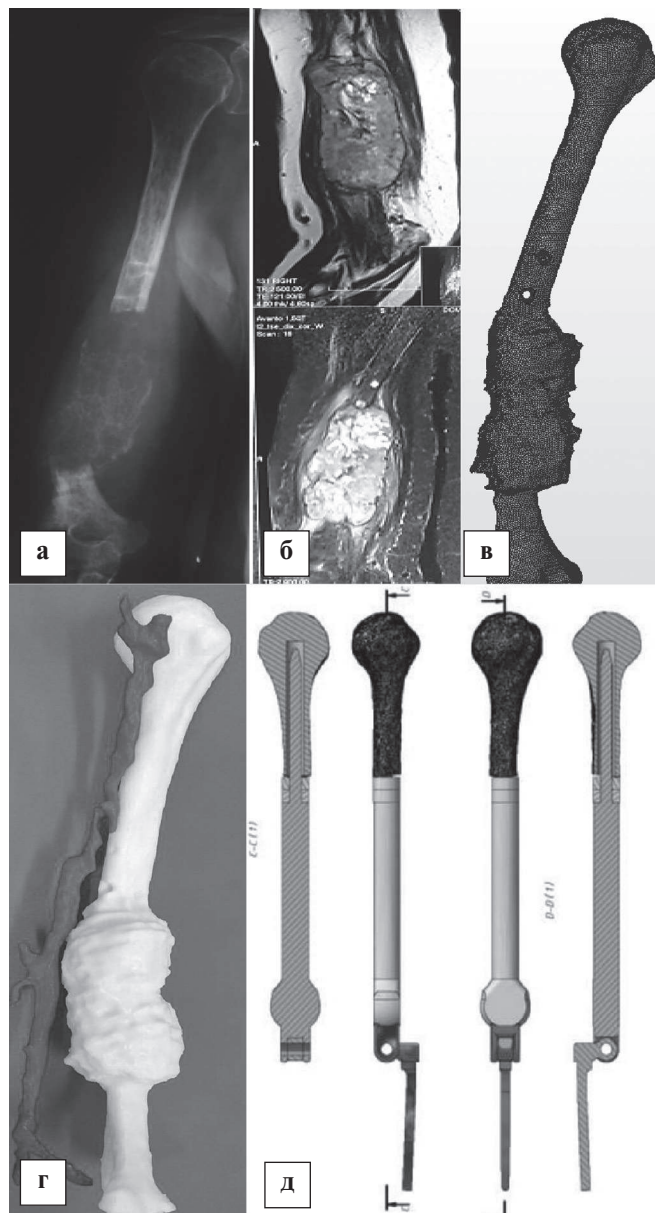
Рентгенограма (а); МРТ (б); побудова комп'ютерної 3D моделі плечової кістки з новоутворенням (в); надрукована в натуральну величину 3D модель плечової кістки пацієнтки з новоутворенням та магістральним судинним пучком(г); модель індивідуального ендопротезу плечової кістки та ліктьового суглоба.
